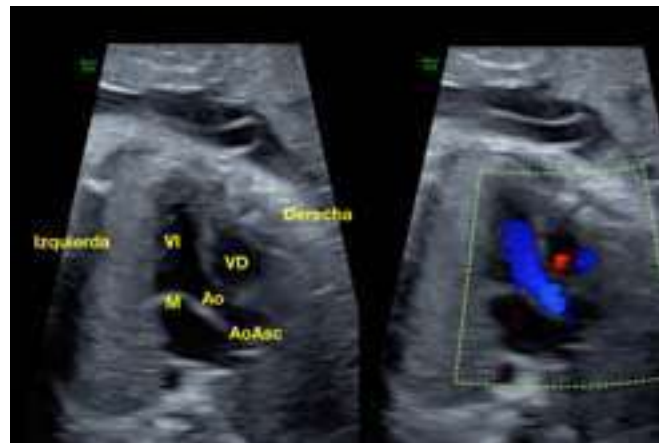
Ecocardiografía básica de 2do trimestre: salida de la aorta. Corte normal de la salida de la aorta en un feto de 22 semanas. VI, ventrículo izquierdo, VD, ventrículo derecho; Ao, aorta; M, mitral; AoAsc, aorta ascendente.
